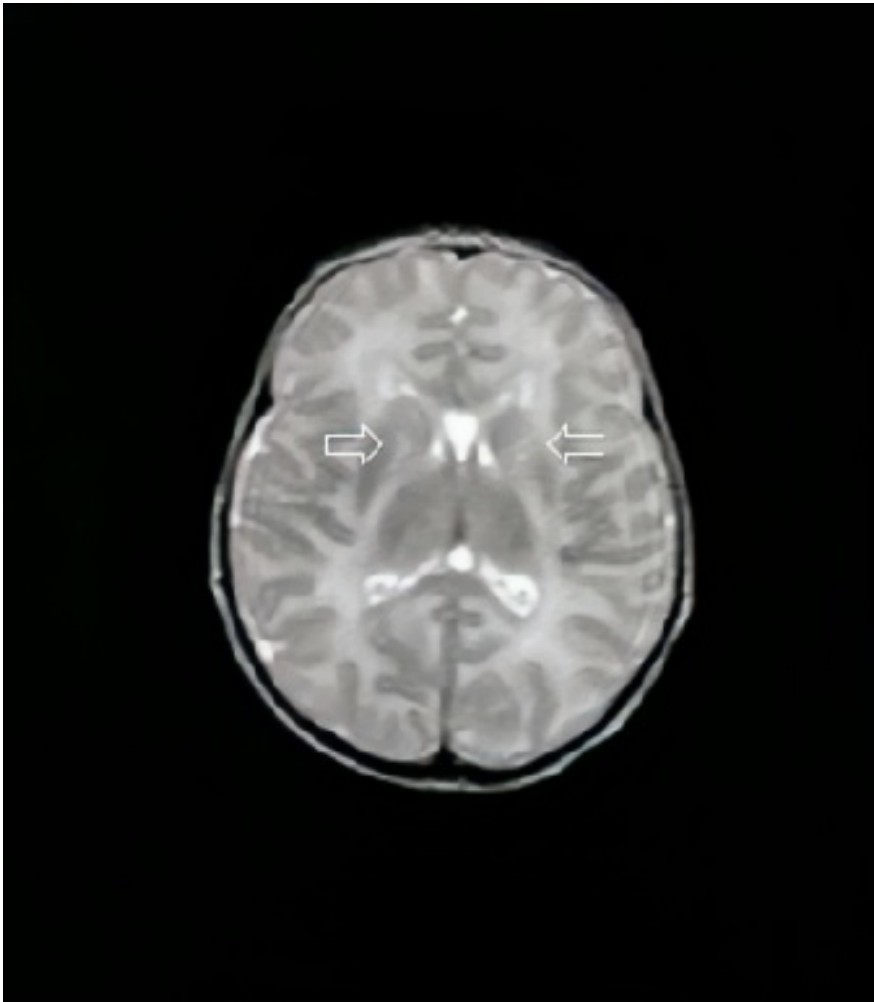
Imagens de RM em T2 demonstram hipersinal no tronco encefálico e braços posteriores da cápsula interna.
